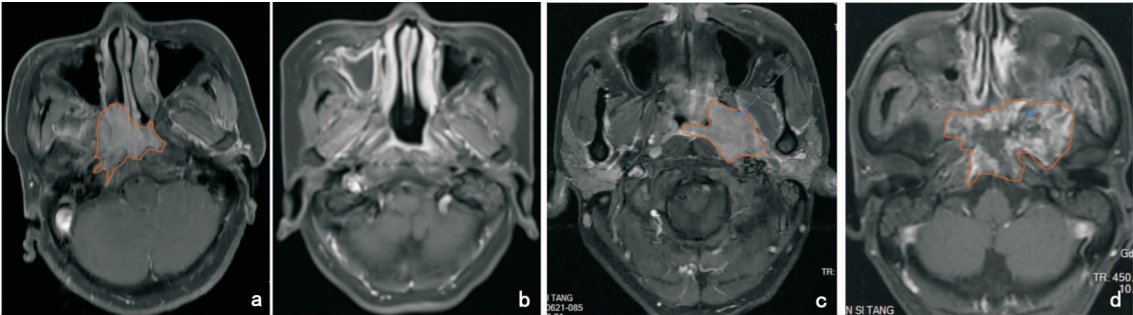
影像学 MRI 检测 NPC 患者放疗前后肿块变化,A 组患者放疗前 NPC(a)红色线圈内所示 NPC 肿块(IV),放疗 12 个月复查(b)NPC 肿块完全缓解;B 组患者放疗前 NPC(c)红色线圈内所示为 NPC 肿块,放疗 12 个月复查(d)红色线圈内 NPC 继续增大肿块
